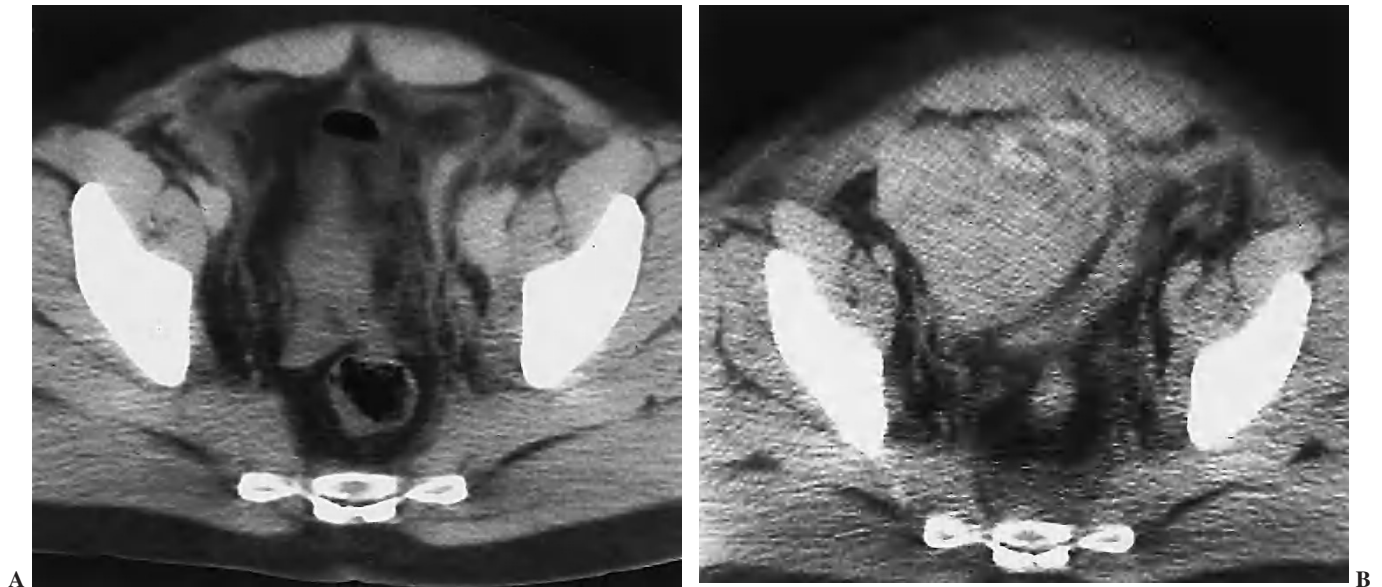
Cortes axiales de la tomografía computarizada (TC) abdominal con contraste. A) Al ingreso, se visualiza pequeña cantidad de líquido libre en pelvis menor. B) A las 24 h del ingreso, en paciente con inestabilidad hemodinámica, se observa un gran hematoma pélvico con extravasación activa de contraste.
